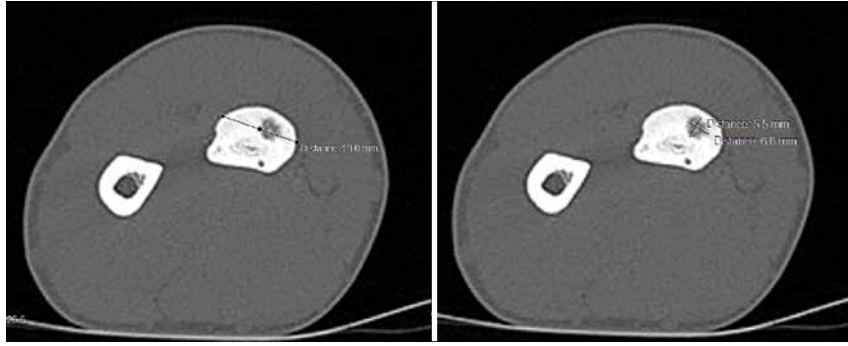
Компьютерная томография области левого предплечья
